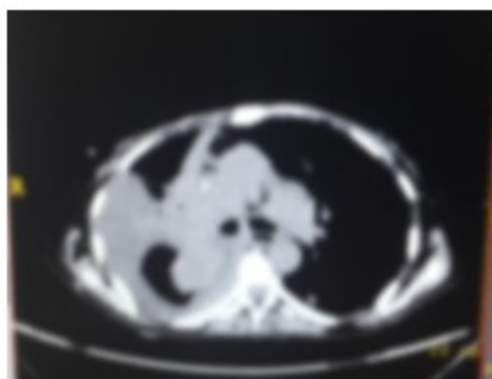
La imagen de la tomografía axial de tórax mostró derrame pleural, ganglios de mediastino, pequeños nódulos metastásicos.
